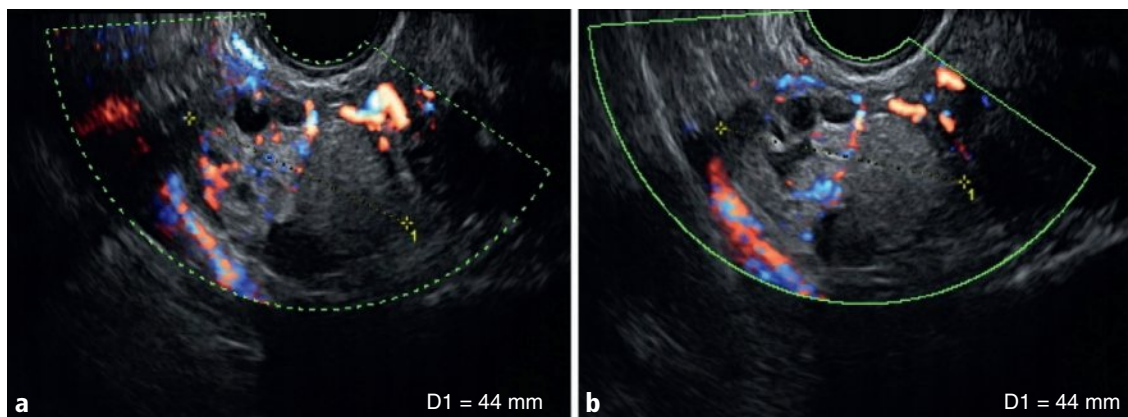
a, b Ovaire droit, coupe axiale en mode Doppler couleur (a, b).
